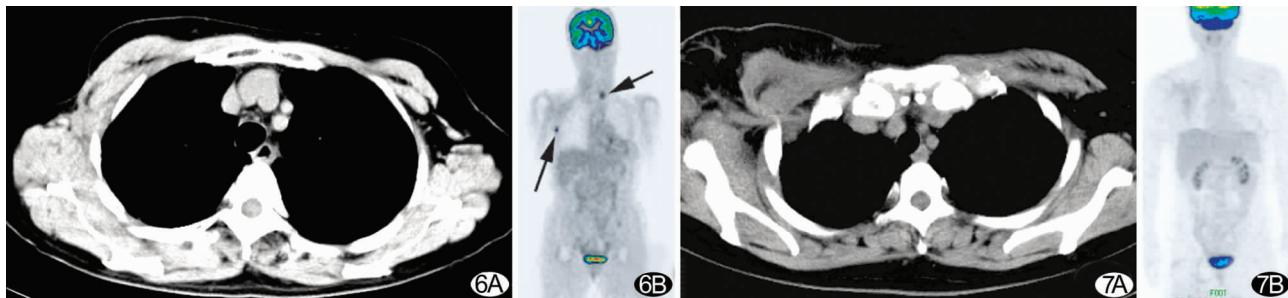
右乳腺癌术后、放疗后的影像学表现 A. CT 平扫,右腋下软组织影,无法判断为术后改变、放疗后改变还是复发; B. PET 示右腋下显像剂浓聚,提示转移。另示左侧甲状腺肿所致浓聚 图 7 右乳腺癌术后局部复发、肌层浸润经放射治疗后 A. 胸部 CT 随访,右侧胸壁皮下软组织影增厚,无法判定为治疗后变化还是复发; B. PET 复查,右侧胸壁无明显显像剂浓聚,考虑 CT 所见为治疗后改变
